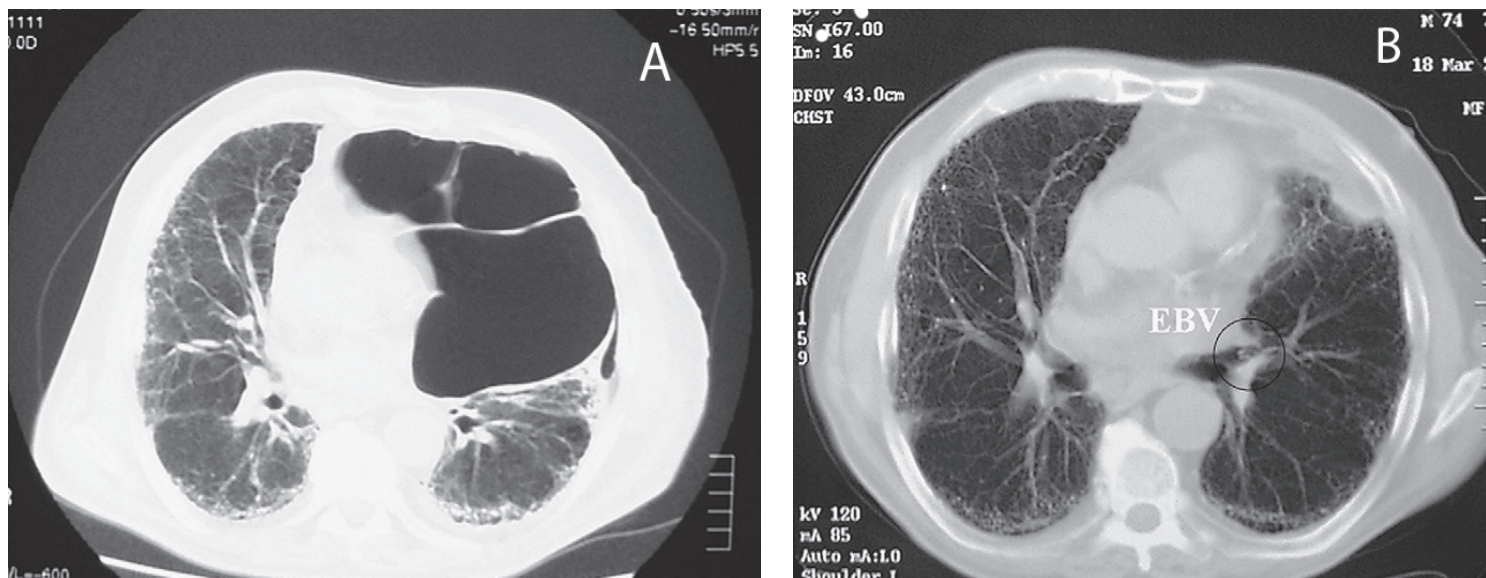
La TAC del torace mostra una bolla gigante di enfisema localizzata al lobo superiore del polmone di sinistro con compressione del lobo inferiore e dislocazione controlaterale del mediastino (A). Dopo il posizionamento di valvole endobronchiali, si ottiene la completa atelettasia della bolla con riespansione del lobo inferiore contiguo (B).
